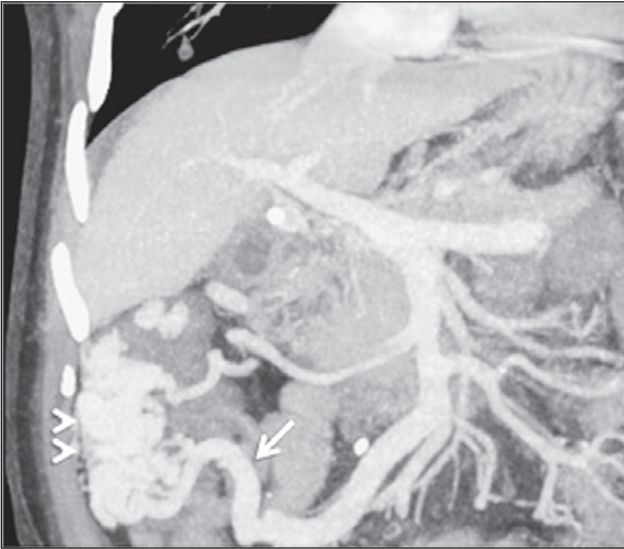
Контрастно-підсилена КТ: численні навколоободові колатералі (наконечники стрілок), які отримують аферентне живлення від верхньої брижової вени (стрілка) ([21], з дозволу авторів)
